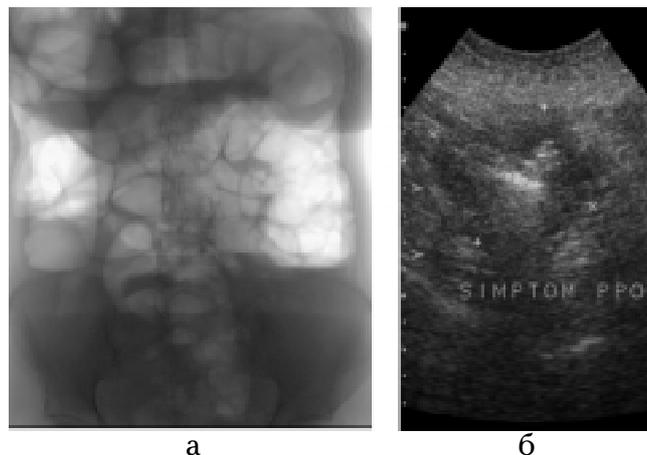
Хвора Ш., 68 р., рак сигмоподібної кишки: а — оглядова рентгенограма черевної порожнини, повна ГОТН (передньозадня проекція); б — ехотомограма сигми (поперечне сканування), симптом ураженого порожнистого органа, нерівність зовнішнього контуру свідчить про поширення процесу поза межами стінки кишки
